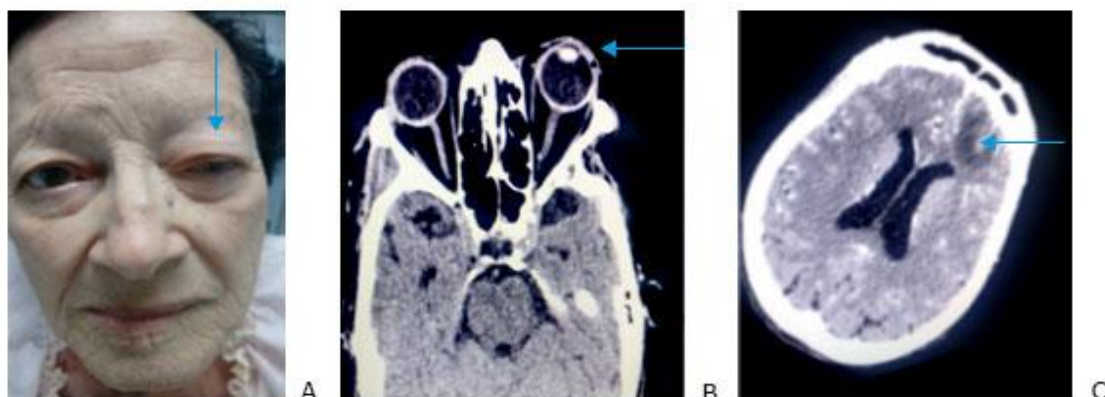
Paciente de 84 años que presentó proptosis indolora del ojo izquierdo, ptosis palpebral y pérdida de la visión. B. La tomografía axial computarizada de la órbita y la resonancia magnética del cráneo confirmaron el engrosamiento del músculo recto superior y oblicuo izquierdos, asociado a exoftalmos ipsilateral (marcado por la flecha). C. Presencia de una masa heterogénea de aspecto tumoral a nivel de lóbulo frontal izquierdo.
